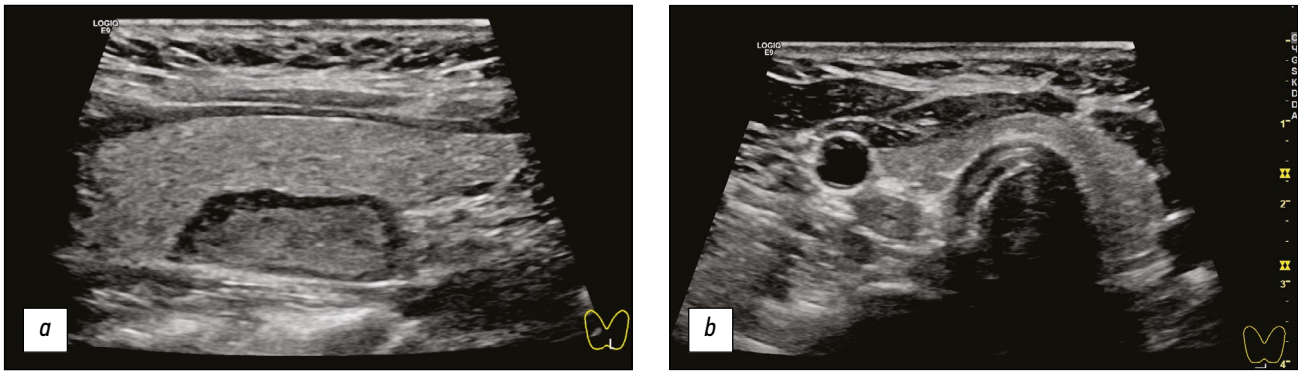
甲状旁腺功能亢进的甲状旁腺功能亢进的超声成像: a - 原发性甲状旁腺功能亢进; b - 继发性甲状旁腺功能亢进。
